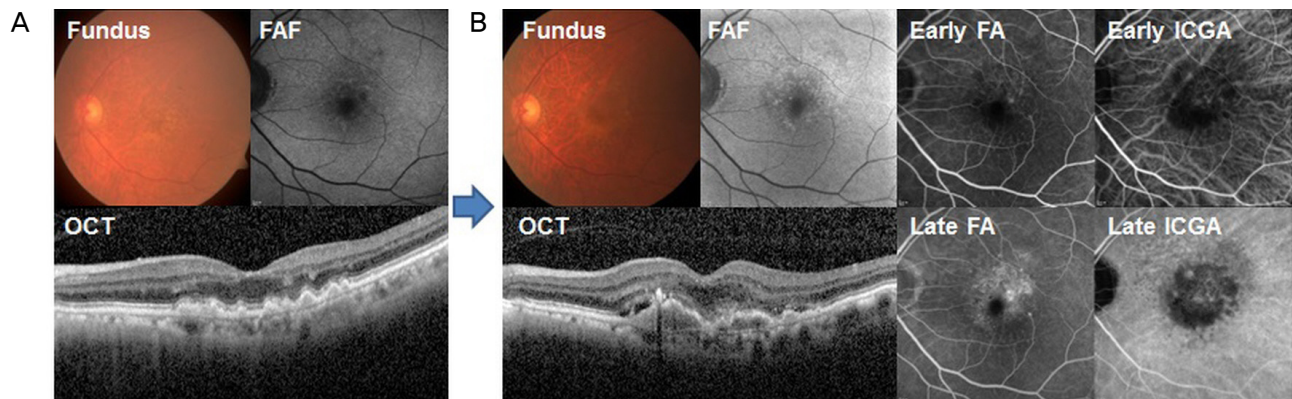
A case of progression to advanced age-related macular degeneration. (A) Baseline. (B) After 36 months of administration of Age-Related Eye Disease Study-2 formula. FAF = fundus autofluorescence; OCT = optical coherence tomography; FA = fluorescein angiography; ICGA = indocyanine green angiography.
